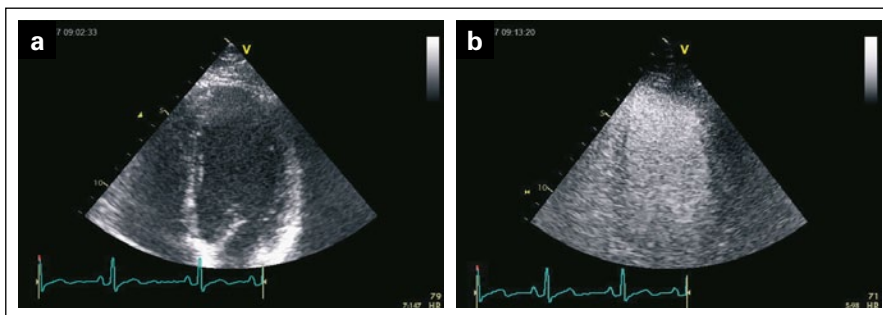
Transthorakale Echokardiographiekontrolle: a) kein Thrombus; b) Kontrolle mit Kontrastmittel: kein Thrombus
